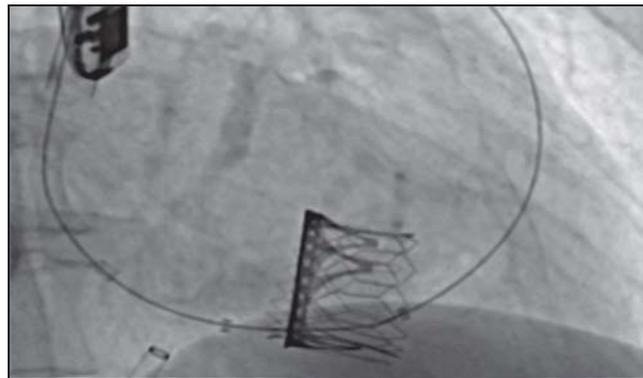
Клапан МедЛаб-КТ в ранее установленном биологическом протезе.
